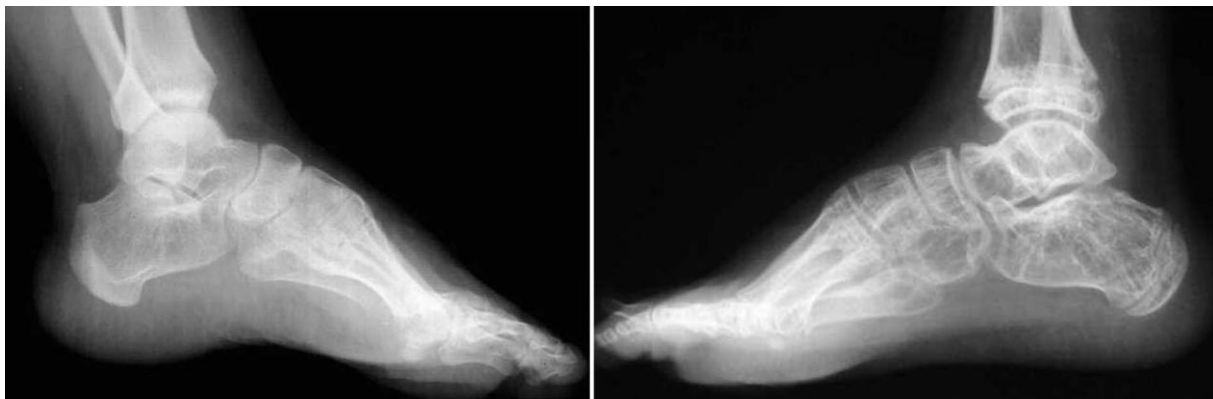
Рентгенограммы стопы больного с ахондроплазией, 14 лет, до (а) и после удлинения (б)
